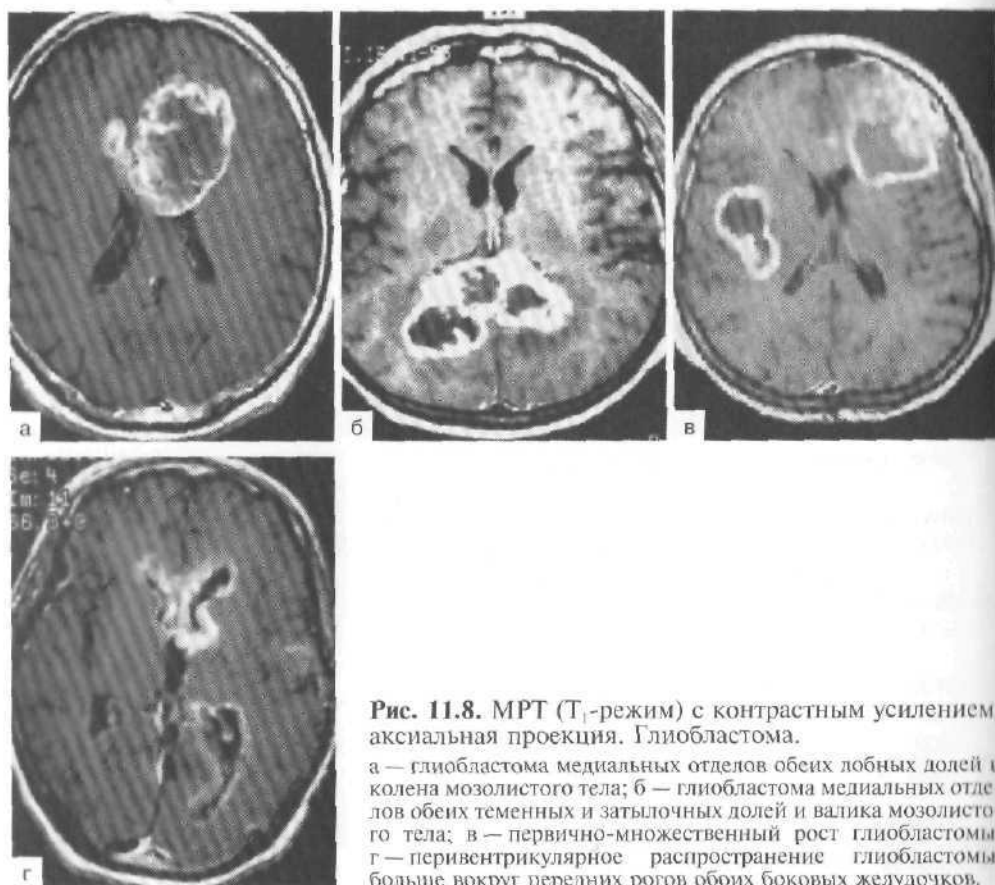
МРТ (T_1 -режим) с контрастным усилением, аксиальная проекция. Глиобластома.
